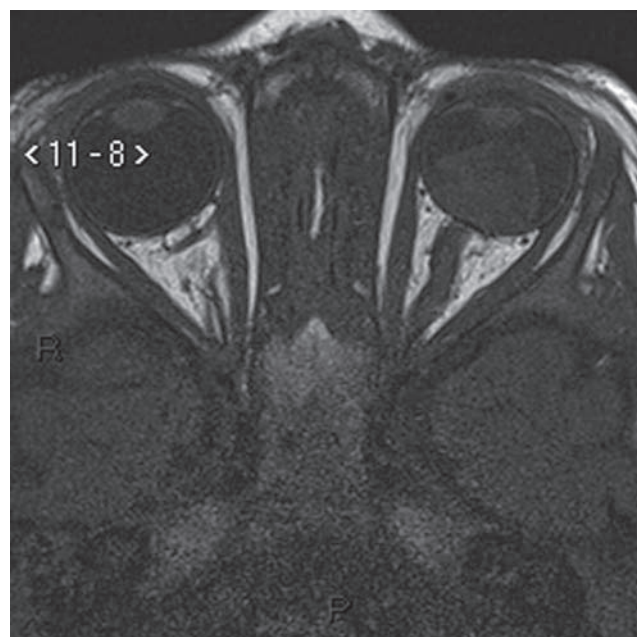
IRM préopératoire avant énucléation d'un rétinoblastome unilatéral évolué : pas d'atteinte du nerf optique.
